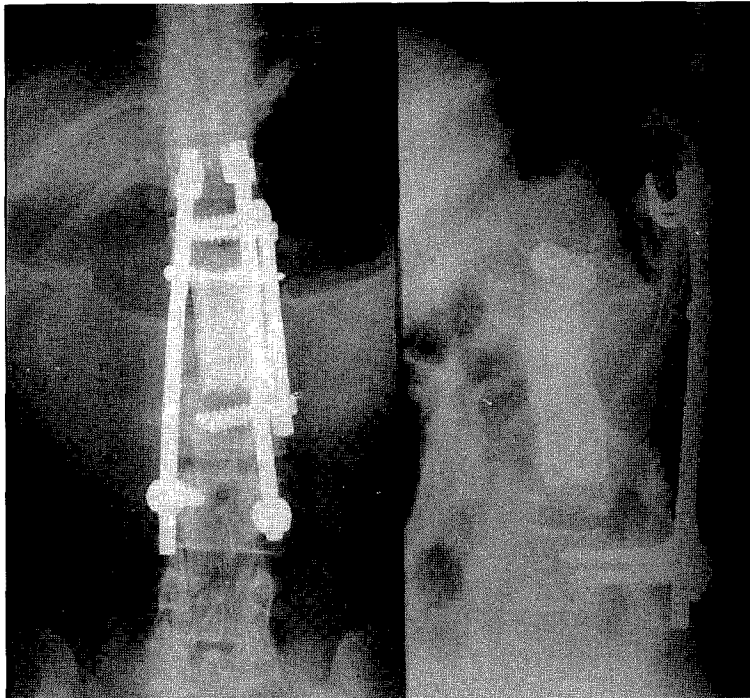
(case 3). Plain films after L₂ corpectomy and AIF with allograft and Z-plate and CD posterior instrumentation shows solid union of the vertebral fusion at post-operative 1 year.
